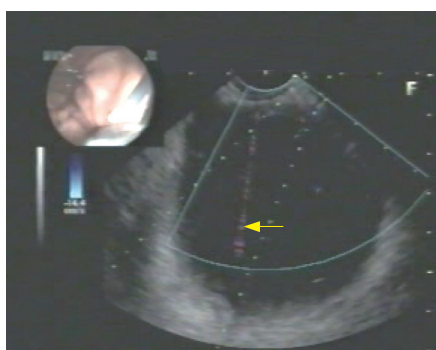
超声内镜引导下经胃壁囊肿穿刺术, 箭头指向为穿刺针B超下影像。
